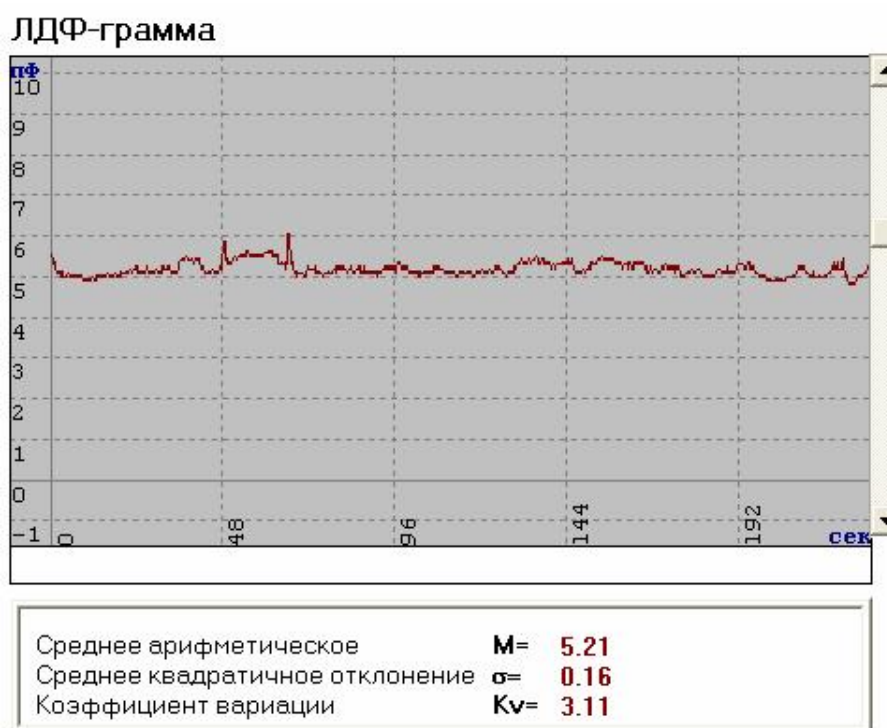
Пример ЛДФ-граммы монотонного типа с низкой перфузией.
